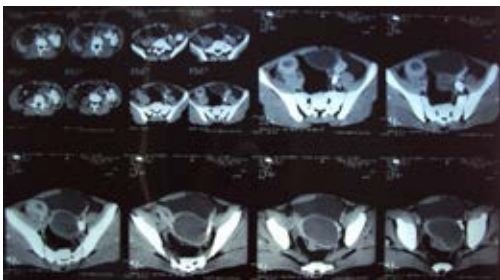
TAC donde se observa hematocolpos y riñón izq. único.
